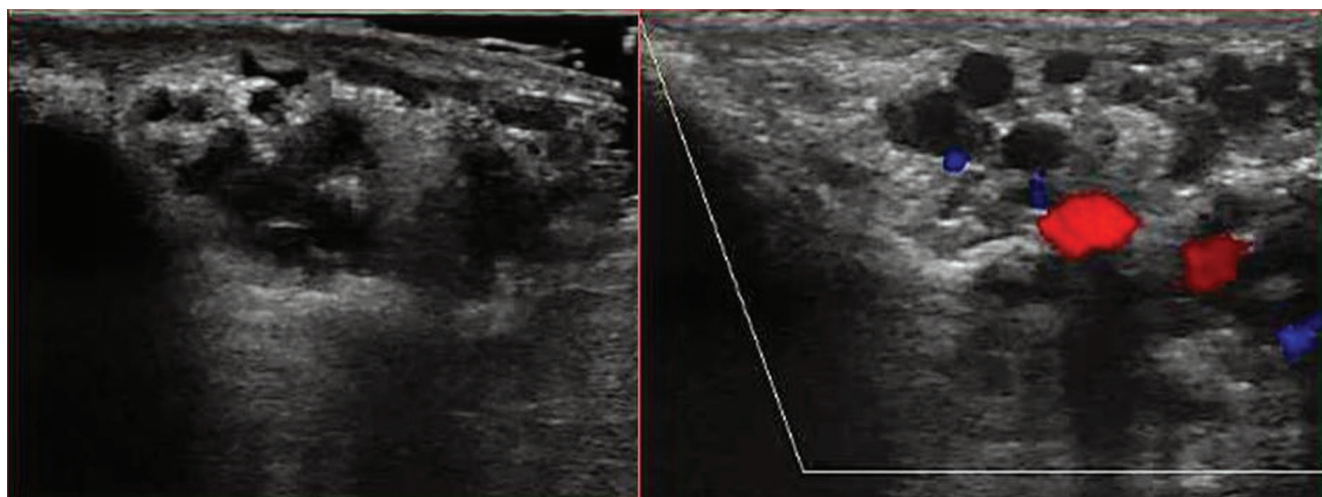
Badanie na stojąco z użyciem kolorowego dopplera podczas próby Valsalvy. Widoczna zmiana koloru, potwierdzająca obecność refluksu
